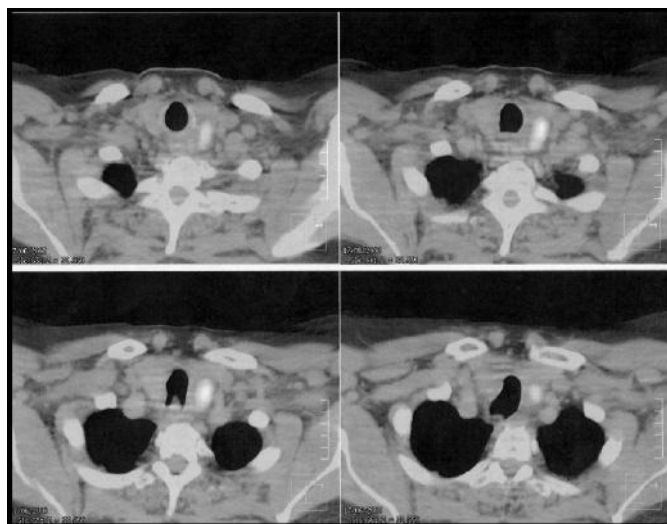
Immagine PET della captazione cervicale a livello del lobo tiroideo sinistro.
